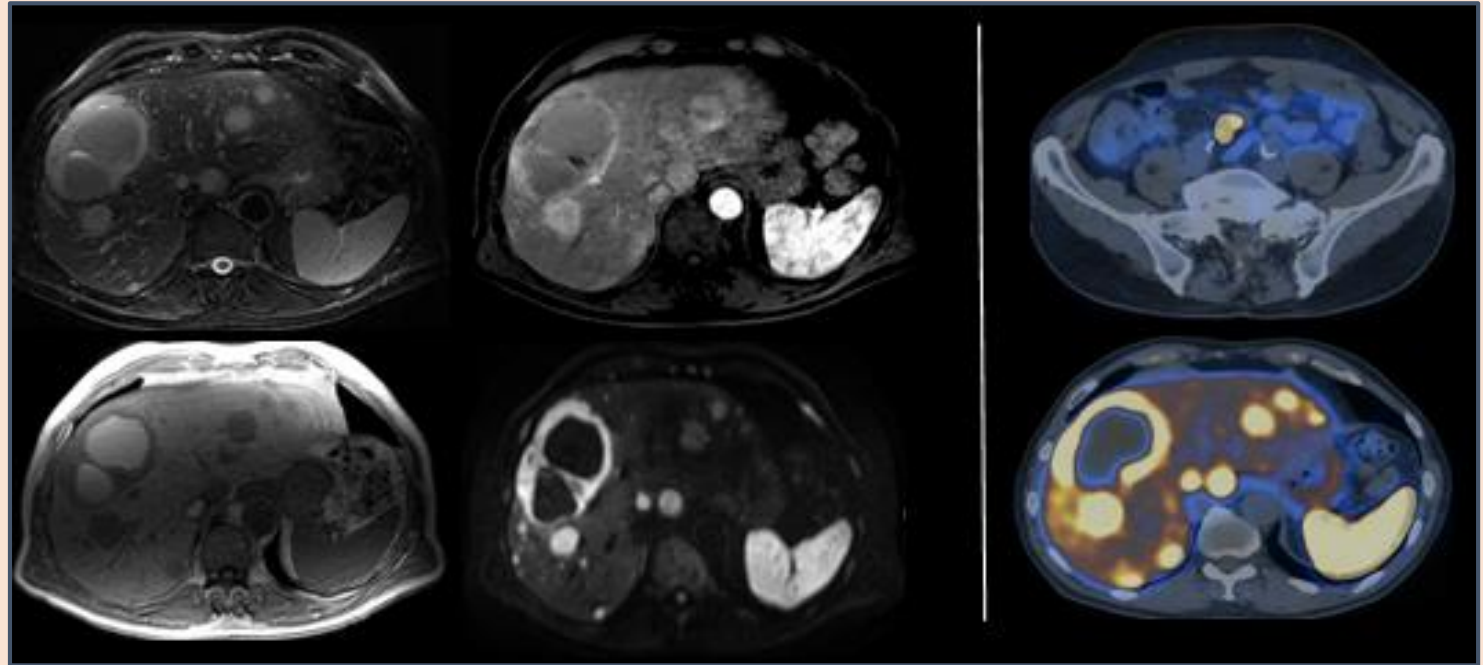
RM HÍGADO (T2 fatsat, T1, fase arterial y DWI). Múltiples lesiones focales hepáticas hipervascuales, las de mayor tamaño con centro necrótico-hemorrágico (contenido hipointenso en T2 e hiperintenso en T1, con niveles líquido-líquido), sugiriéndose metástasis de TNE como opción más probable. ⁶⁸Ga PET/CT. Intensa avidéz por el radiofármaco de una adenopatía mesentérica (arriba) y de todas las lesiones hepáticas (abajo), lo que traduce alta expresividad de receptores de somatostatina. Estos hallazgos fueron compatibles con diseminación metastásica ganglionar y hepática de TNE ileal (tumor primario milimétrico, no mostrado en esta figura).
